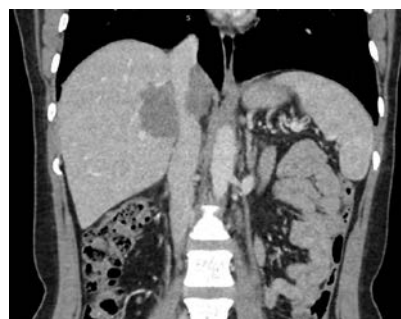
Компьютерная томография, венозная фаза сканирования. Контакт паразитарного узла со стенкой НПВ на протяжении 46 мм. Интраоперационно вена вовлечена в патологический процесс, выполнены ее циркулярная резекция и реконструкция
